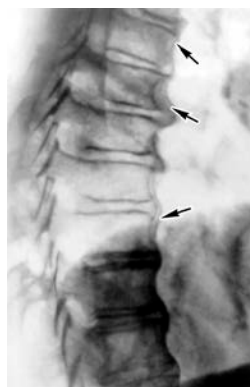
Radiografia coloanei la un pacient cu boala Forestier [131]
